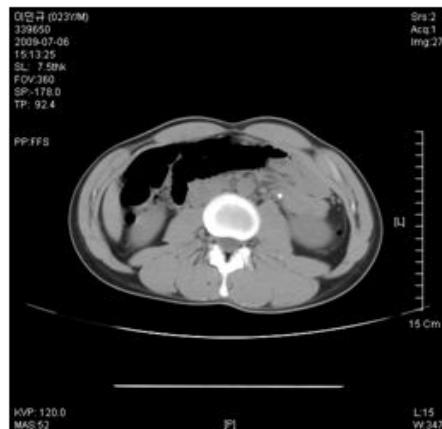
Noncontrast CT scan. 0.5 cm sized left UPJ stone with left hydronephrosis. Deformed right bony thorax.
